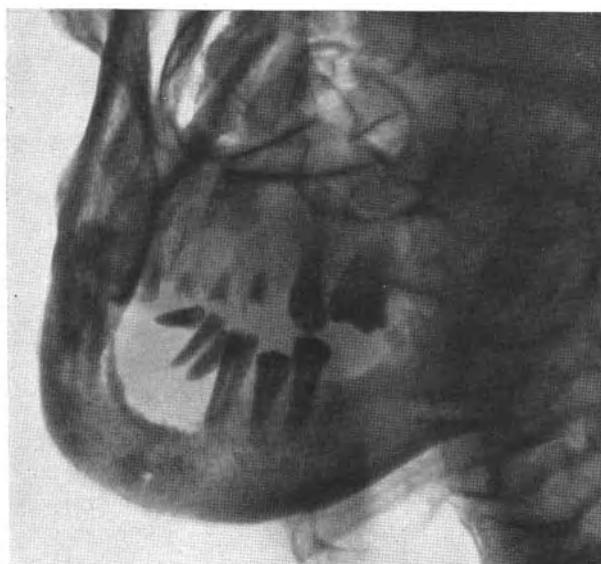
Röntgenbild. Starke Verlagerung der Zähne bei einem auf den horizontalen Ast übergreifenden Carcinom.
